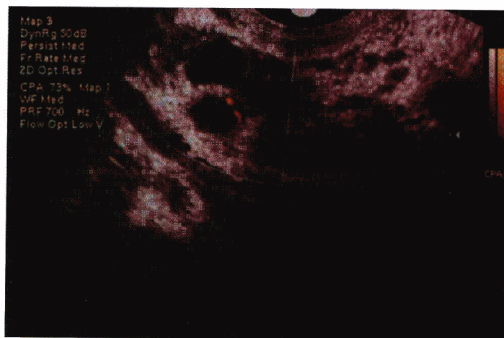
经阴道彩色超声显示血流的不同区域,红区表示血流朝向探头,而蓝区则表示血流背向探头。
